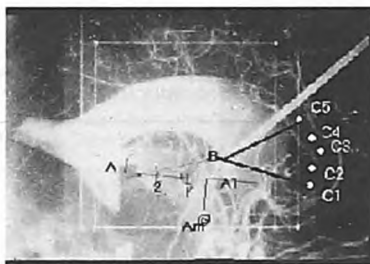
Вентрикулограмма и ангиография, выполненная с рентгеноконтрастным веществом во время операции
